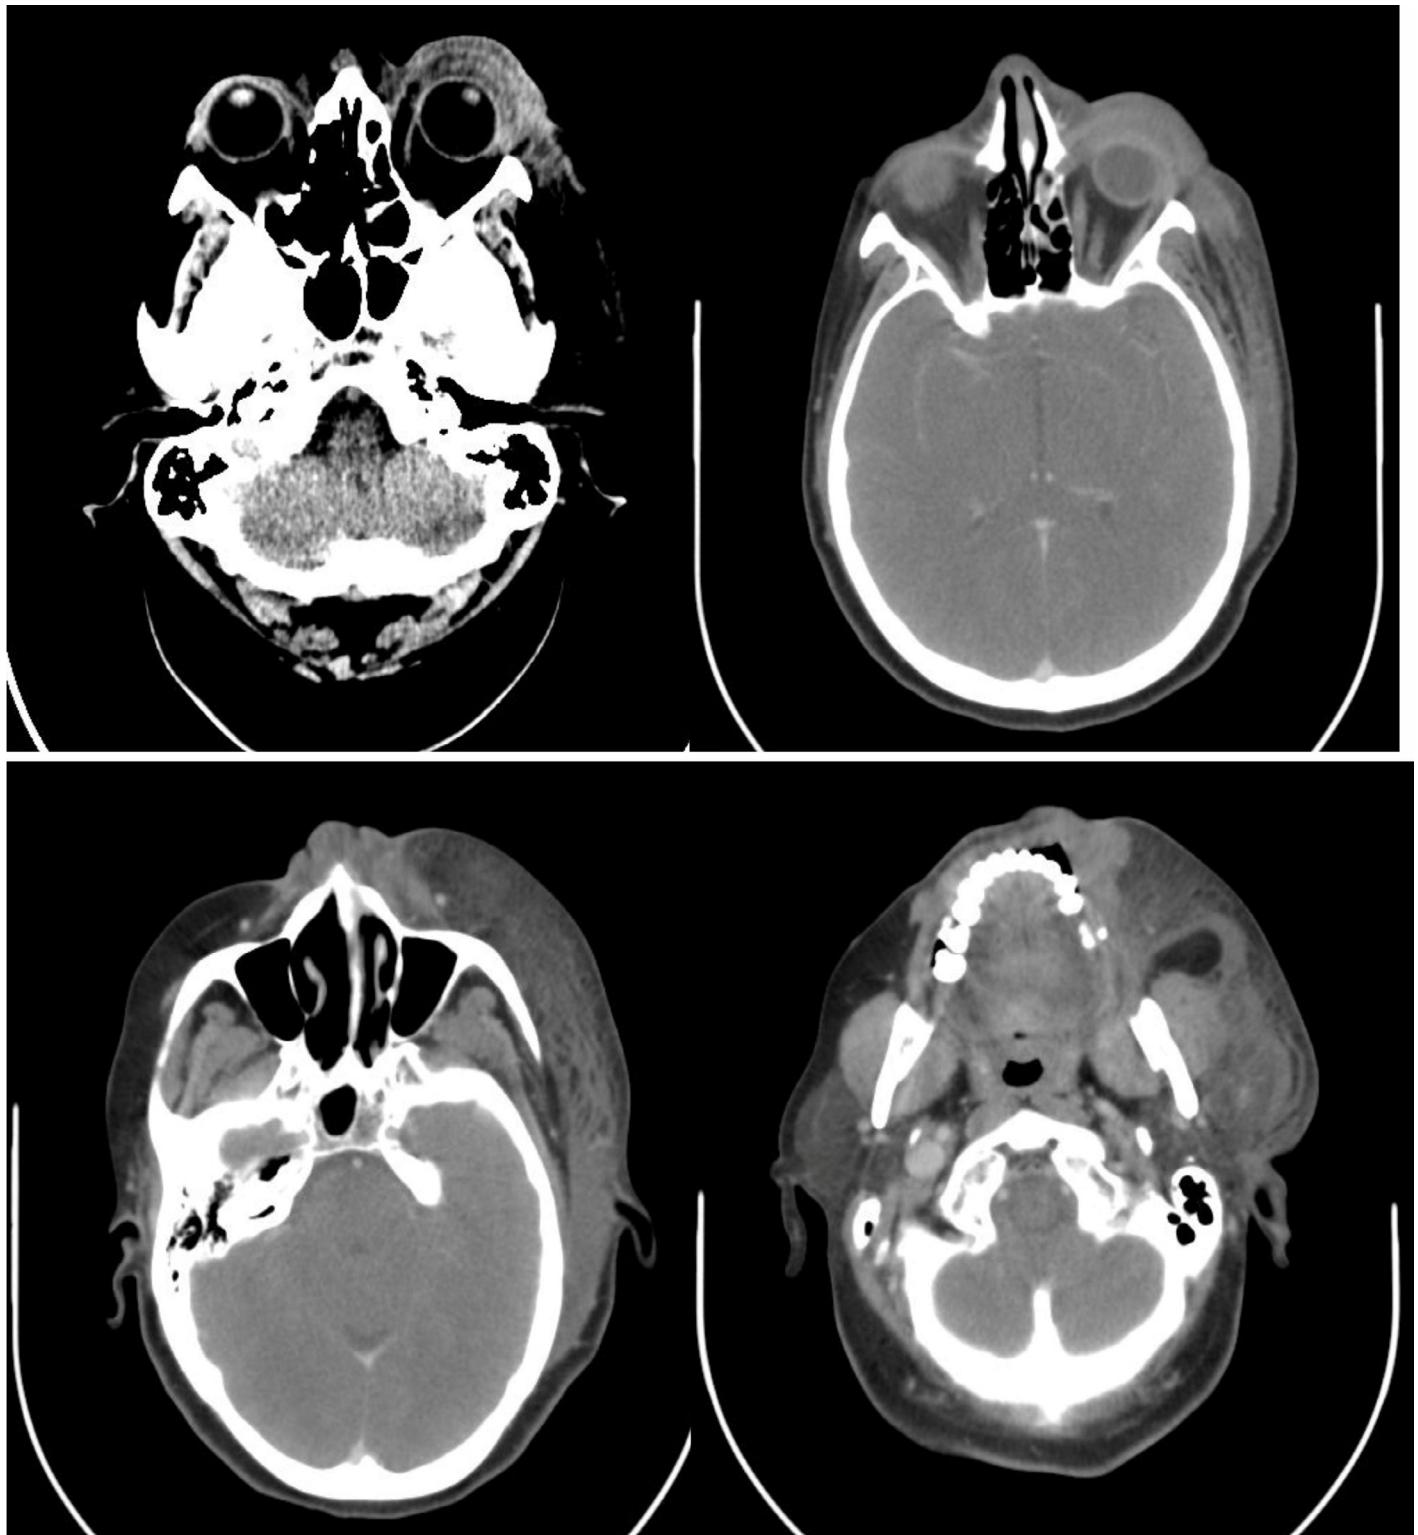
TC craneal. Presencia de celulitis preseptal izquierda sin compromiso postseptal. Edema subcutáneo y trabeculación de la grasa desde el espacio subgaleal frontal izquierdo hasta el maxilar y engrosamiento de las fascias musculares en toda su longitud.
